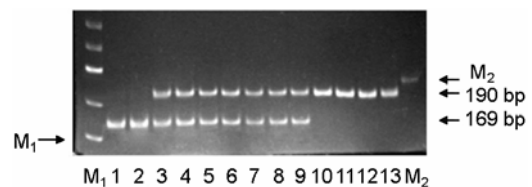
Electrophoresis of the digested PCR products showing individuals with CC genotype (lanes 1-2), CT genotype (lanes 3-9) and TT genotype (lanes 10-13). M = DNA marker (M₁ = TaKaRa 20 bp DNA Ladder, M₂ = TaKaRa 200 bp DNA Ladder (TaKaRa Biomedical Inc. Japan))
